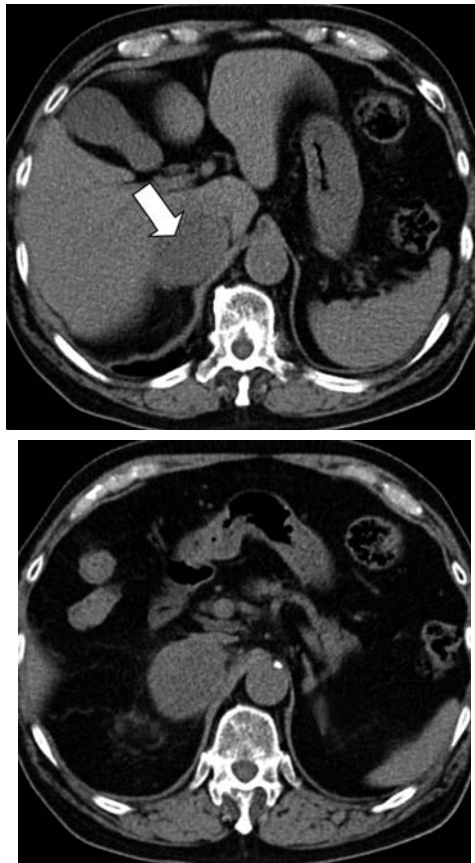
Simple computed tomography (CT). Right adrenal gland tumor 7 cm, left adrenal gland tumor 1.5 cm. The CT level was 20-30 HU.
